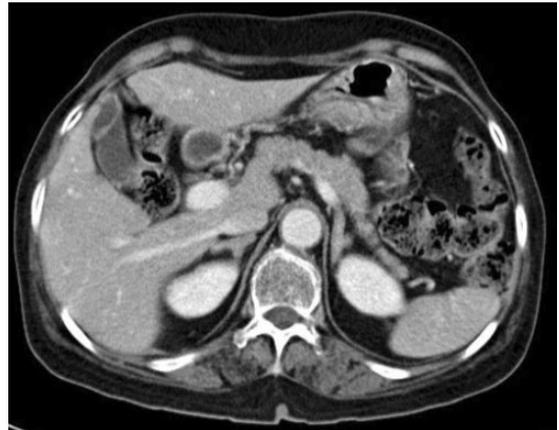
Abdominal CT shows bilateral adrenal hyperplasia.
